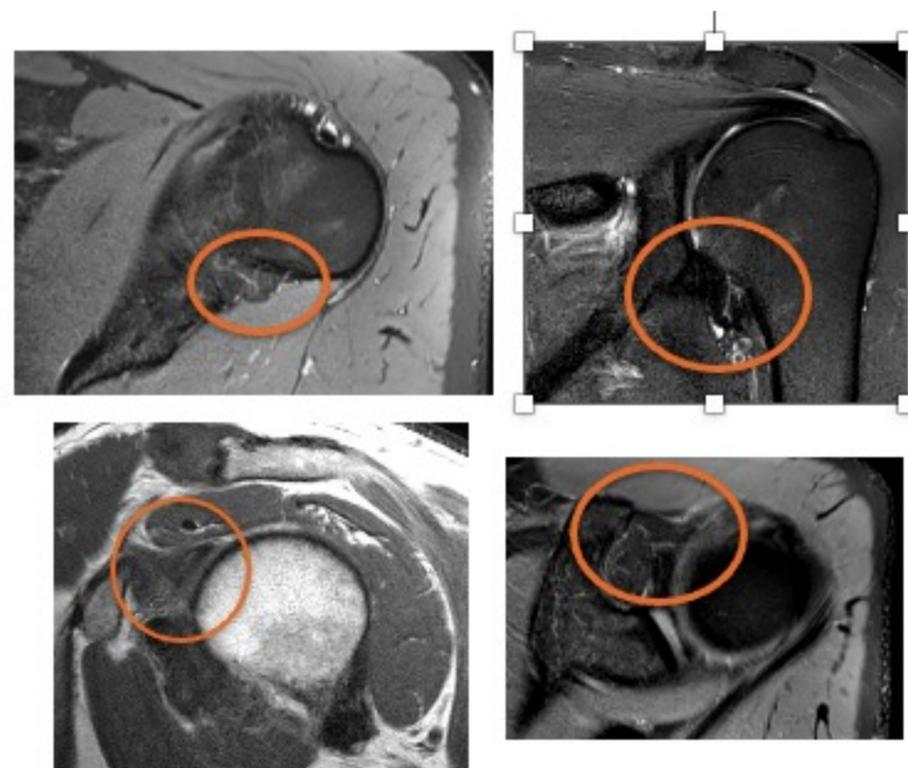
Hallazgos característicos en la RM.
